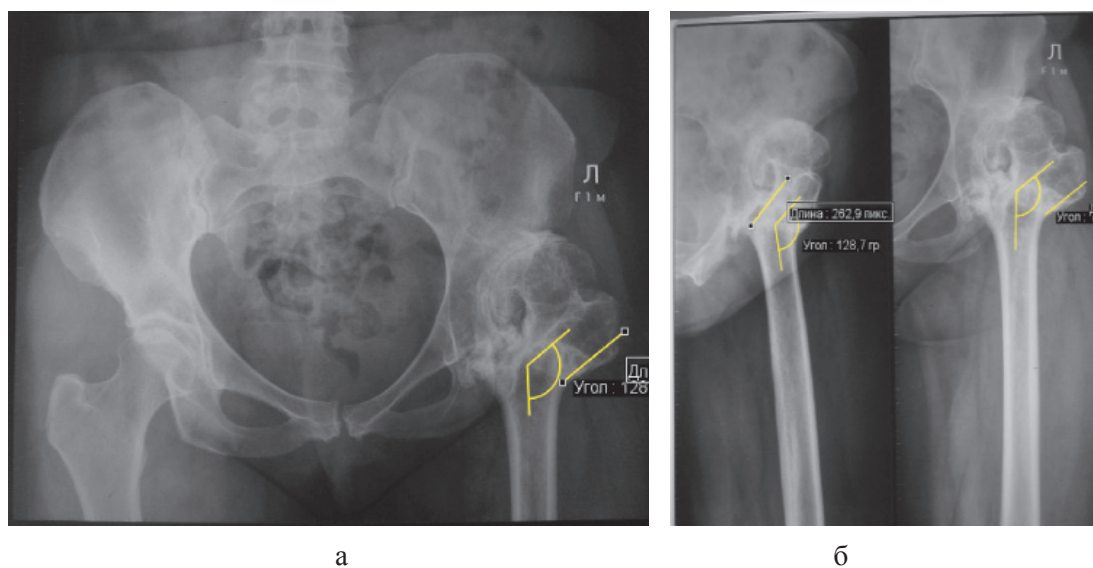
Рентгенограммы таза (а) и левого тазобедренного сустава (б) больной К., 47 лет, с признаками левостороннего коксартроза III ст. и деформацией левого бедра перед эндопротезированием. Вальгусная деформация 55° на уровне метафиза с медиализацией дистального фрагмента
